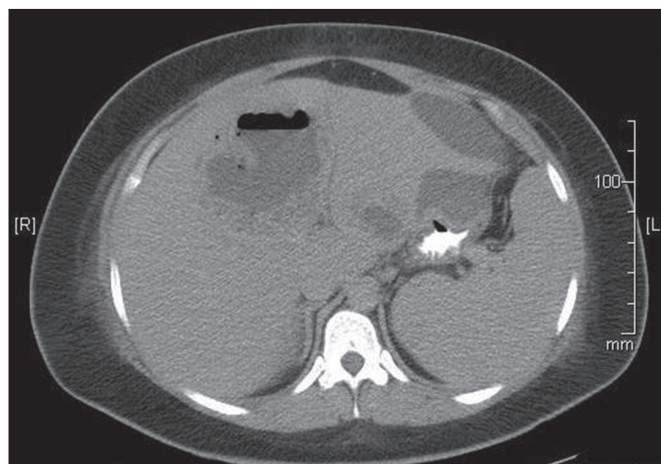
Tomografia de abdômen evidenciando múltiplos abscessos no fígado (central e pericapsular).
